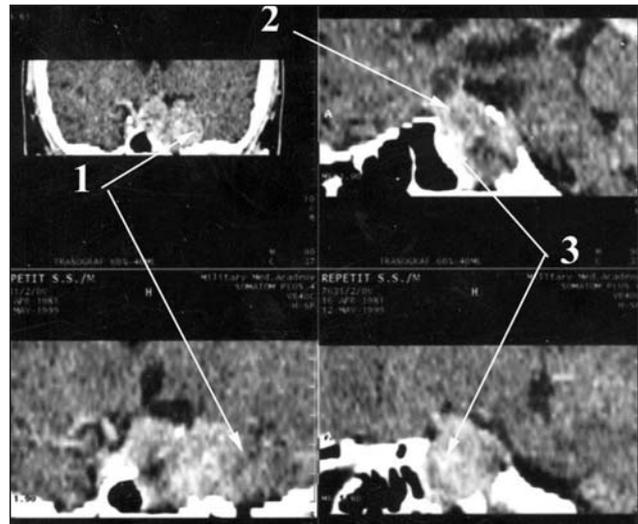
КТ аденомы гипофиза.
